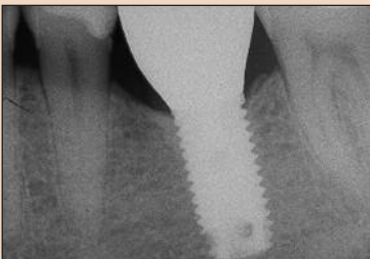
Рентгенограмма имплантата большого диаметра, замещающего первый моляр нижней челюсти.
